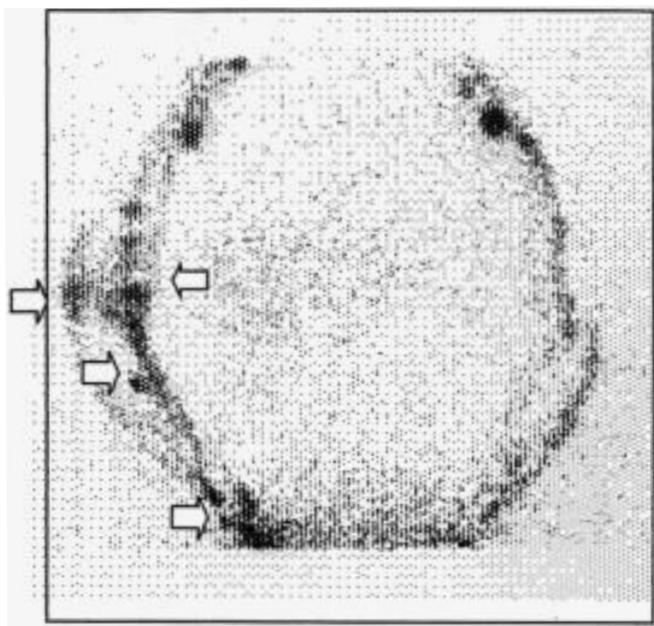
Linfoscintigrafia degli arti superiori in paziente recentemente sottoposta a trattamento per carcinoma della mammella destra (QUART), in assenza di segni clinici di linfostasi. L'esame linfoscintigrafico dimostra un iniziale *dermal back flow* al 1/3 inferiore ed al 1/3 superiore dell'avambraccio ed al 1/3 inferiore del braccio, oltre che al gomito. Tale indagine linfoscintigrafica dimostra, pertanto, come vi sia uno stato di linfostasi latente subclinica, che necessita di un trattamento medico-fisico riabilitativo a scopo preventivo (linfedema allo stadio Ia). La linfoscintigrafia è stata eseguita presso il Servizio di Medicina Nucleare dell'Università degli Studi di Genova dal Prof. G. Mariani, D.ssa G. Taddei e Collaboratori.
